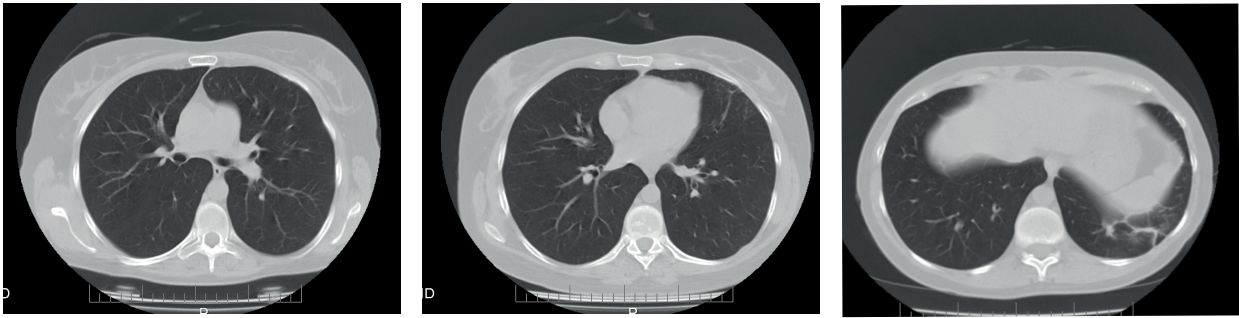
КТ ОГК через 7 месяцев лечения имураном и метипредом
